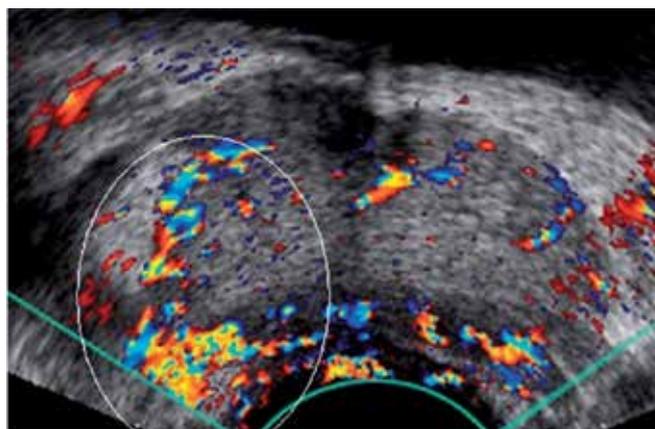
Ultrassonografia transretal da próstata com mapeamento por color Doppler mostrando um aumento de sinal (elipse) em uma área de alta suspeita ⁷.
